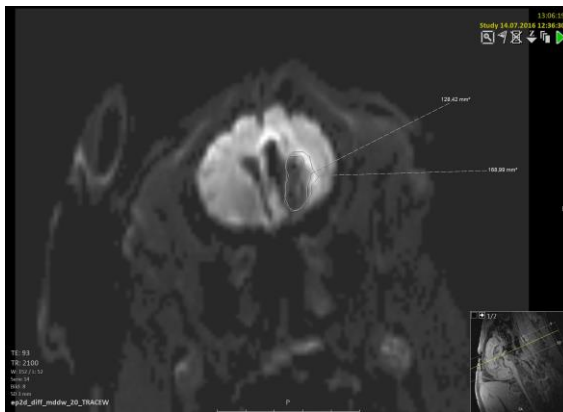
MRT Diffusion (122)
